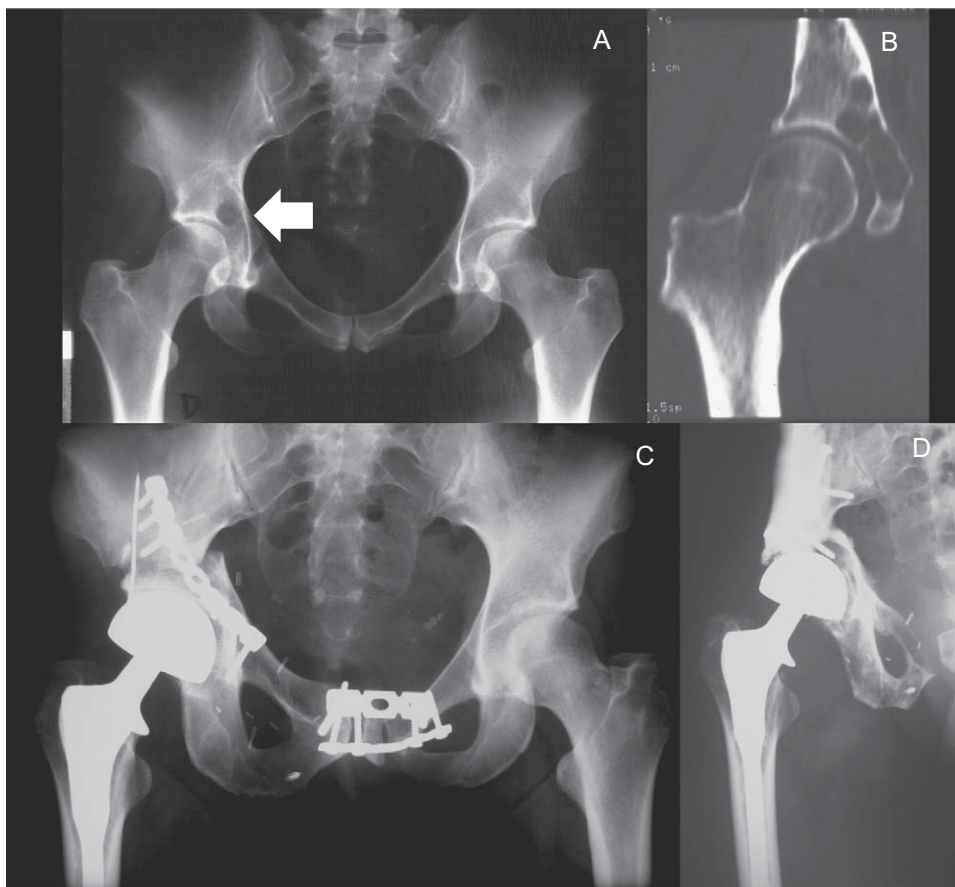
A) Radiografía (Rx) simple antes de la lesión pélvica de la paciente del caso 2. B) Imagen de la tomografía computarizada. C) Rx de la paciente del caso 2 tras la resección de las áreas II y III de la hemipelvis derecha en la que se puede ver la reconstrucción con aloinjerto de banco y prótesis bipolar. D) Imagen de la Rx tras la intervención en la que se produjo el desgarro de la arteria iliaca, que muestra el resultado tras la resección del área I y su estabilización «de emergencia» con polimetil metacrilato y tornillos.
